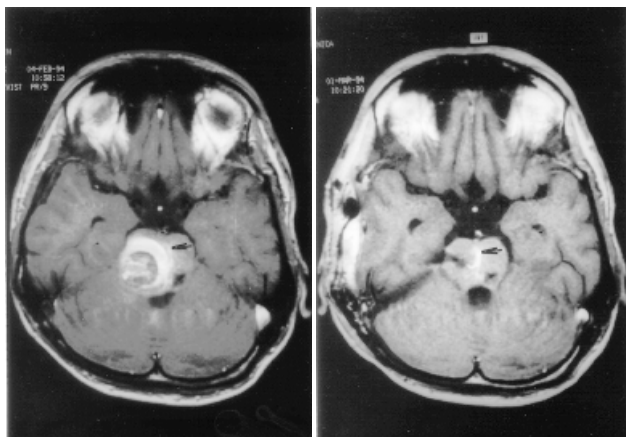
Coincidental cavernous and venous (arrow) angioma of the pons Varoli on MRI T1 weighted, contrast enhanced axial scan (a). The venous angioma is more clearly visible on postoperative scan. To the right of the venous angioma is the pseudocyst resulting from previous haemorrhage (b).
